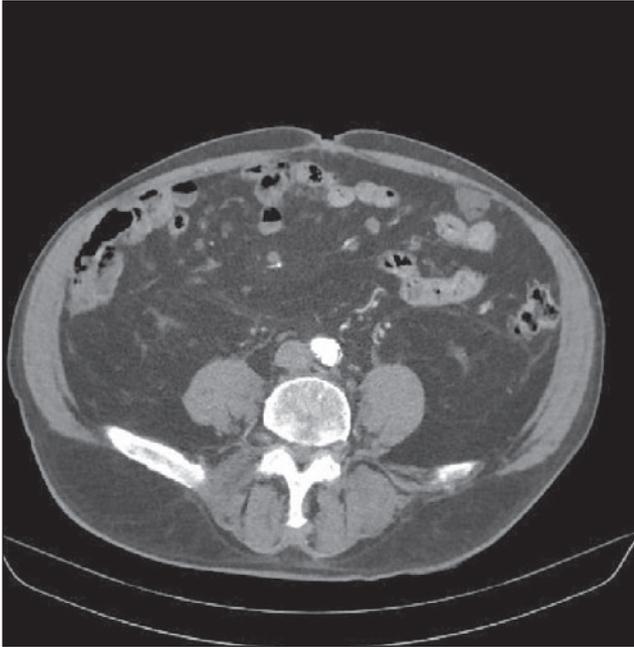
TAC toracoabdominal con signos de recidiva peritoneal. Corte axial.
